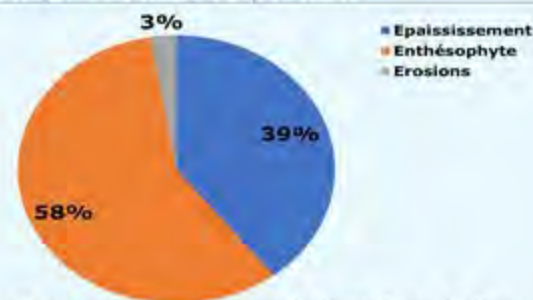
Résultats radiographiques de l'atteinte de l'aponévrose plantaire
